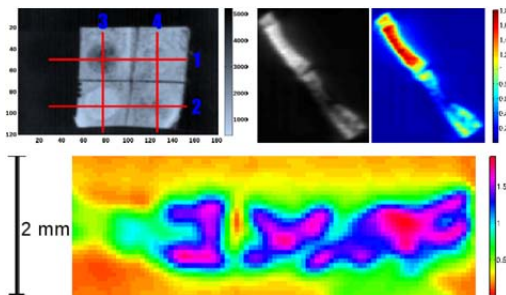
Resultados de caracterización morfológica de tejido óseo en cráneo de conejo con implantes de materiales biocompatibles obtenidos en el equipamiento de  $\mu$ CT de LIIFAMIR<sup>X</sup>
